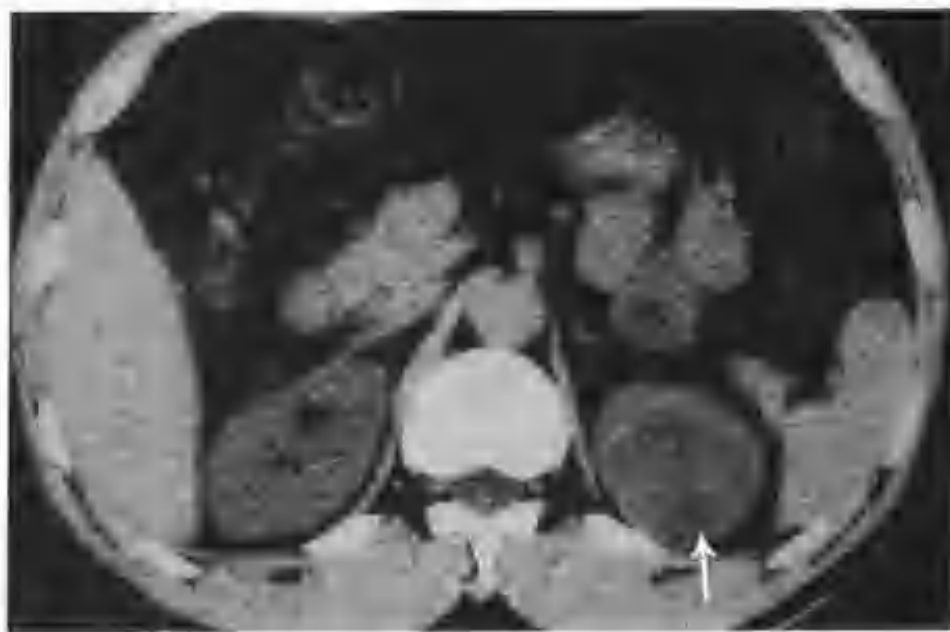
左肾素瘤（CT 示左肾影内有一个 $3.5\text{cm} \times 4.5\text{cm}$ 的肿物，平扫密度较正常肾脏稍低且不太均匀（箭头））
